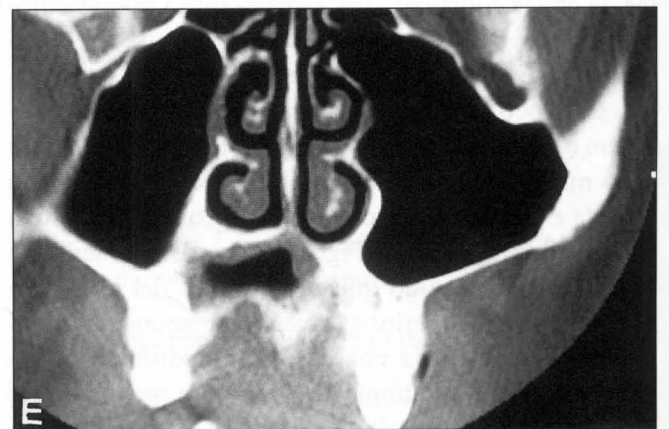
Caso n° 1: Tomografía computarizada efectuada a los 14 meses comprobando la regeneración de las corticales y la disminución importante de la lesión quística sin comprobarse compromiso de la fosa nasal y seno maxilar derecho.
